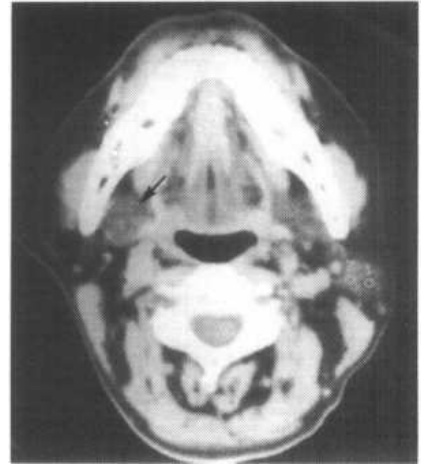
颌下腺横断面 CT 平扫图像显示右颌下腺呈近圆形（↑），其密度较高，与周围肌肉组织相近
